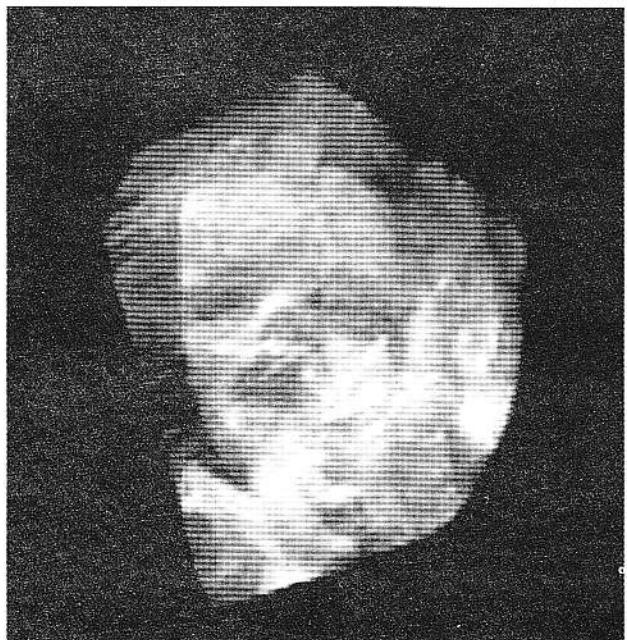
Ecografie tridimensională: reprezentarea suprafeței feței fetale
